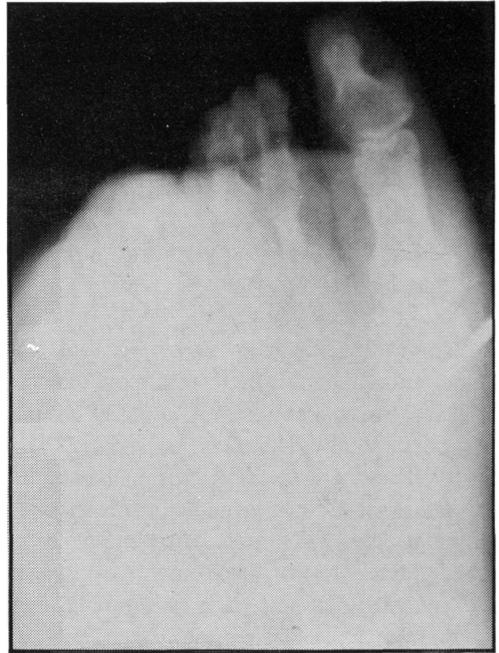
Radiografía simple dorso-plantar del pie.
